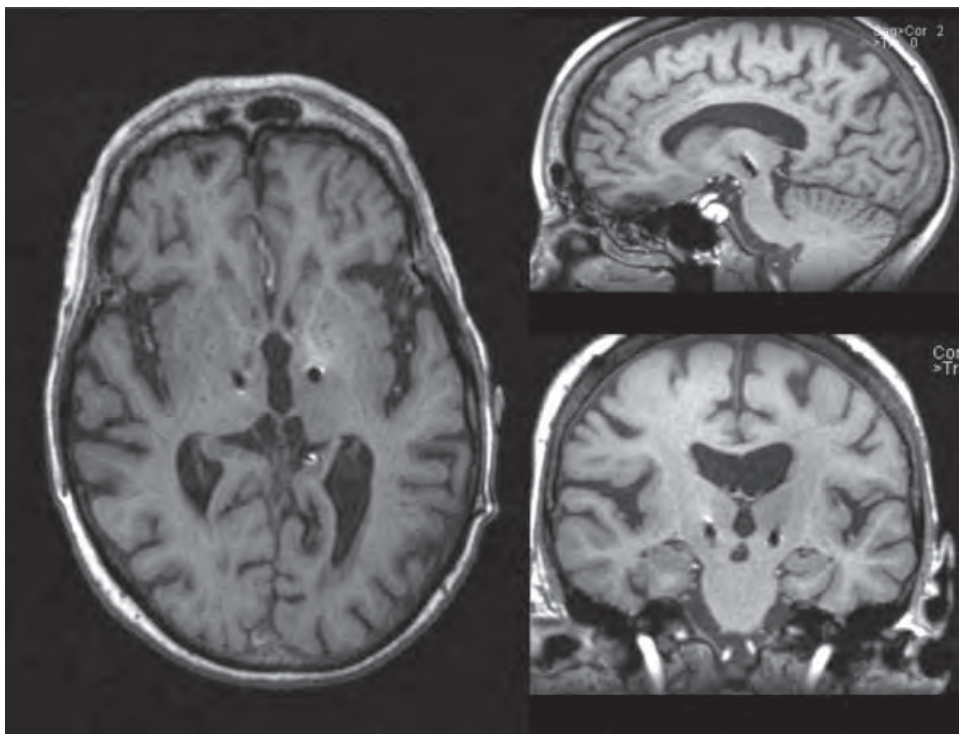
初回の埋め込み術から 11 年 5 ヶ月後 (2007 年 6 月) の脳 MRI 画像。電極は両側性に視床内またはその直下に視認できる (左: T1 軸位断, 右上: T1 矢状断, 右下: T1 冠状断)。
